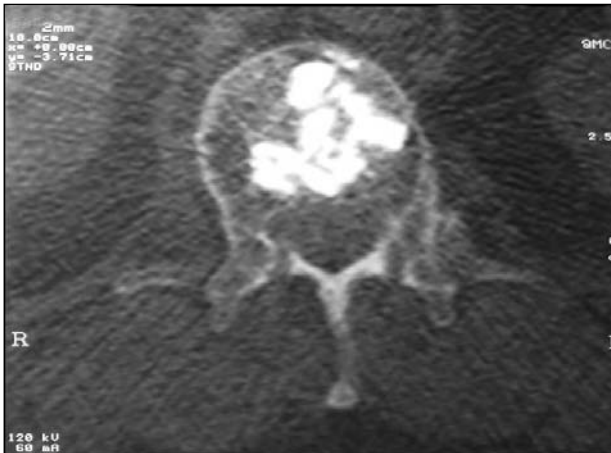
Control axial de la tomografía posoperatoria.
